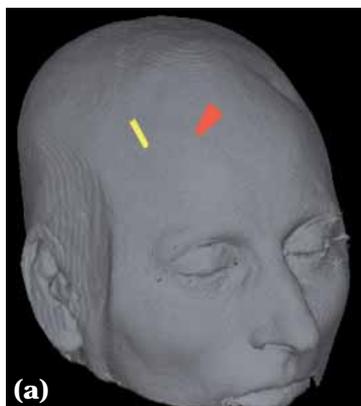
Pianificazione stereotassica dell'intervento di trapianto intracerebrale su immagini RM tridimensionali generate dal sistema di neuronavigazione. a) Raffigurazione sul cranio dei punti di ingresso dei tragitti stereotassici. b) visualizzazione in tripla obliquità dei tragitti per la testa del nucleo caudato e c) del ventaglio di tragitti per il putamen.
